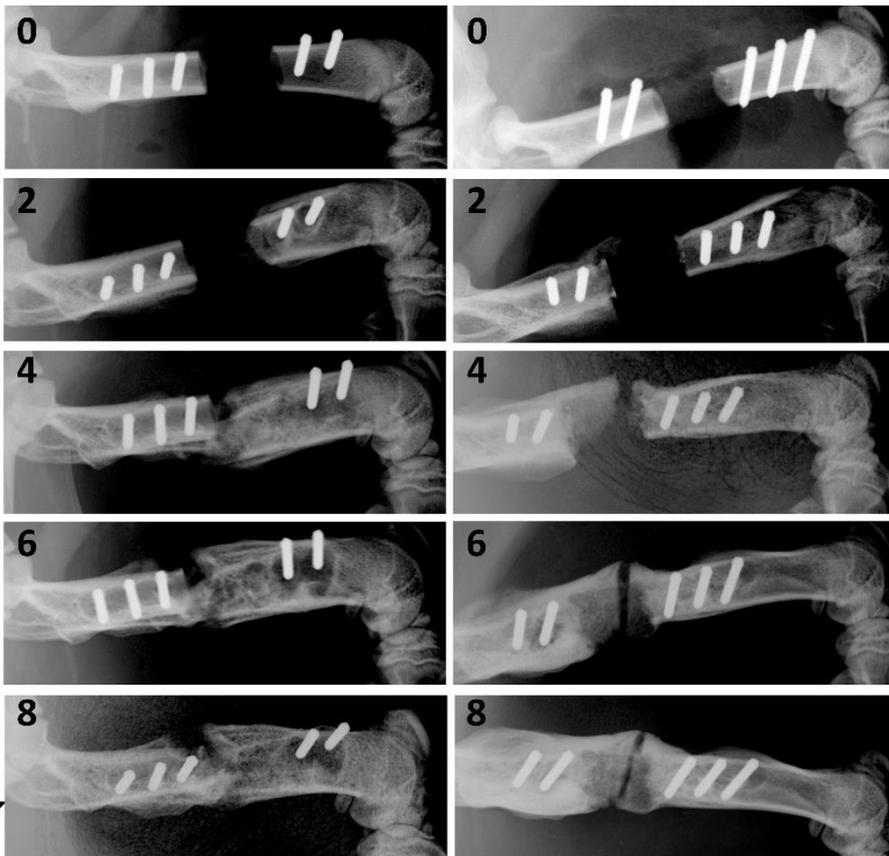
μ CT-Darstellung der kritischen Defekte in Rattenfemora, die mittels PLA-BSP-Käfig überbrückt wurden. Abgebildet sind die linken Femora von zwei verschiedenen Tieren (linke Spalte und rechte Spalte), die schwarzen Zahlen geben jeweils die Wochen nach Implantation an. Die weißen Stäbe im Knochen sind Teil eines Fixateur interne-Systems.
